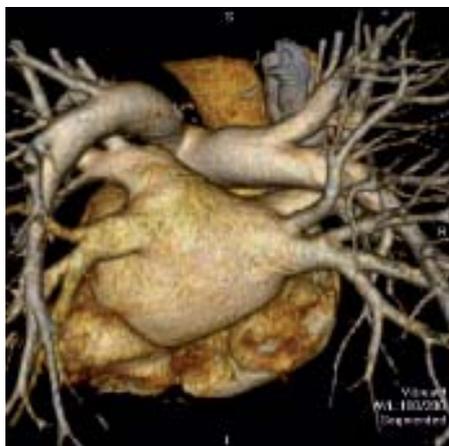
Reconstrucción tridimensional de las arterias pulmonares, venas pulmonares y aurícula izquierda con tomografía cardíaca con técnica de 64 cortes en un paciente con tratamiento ablativo para fibrilación ventricular no exitoso, en el que se visualiza una vena pulmonar accesoria (flecha) que llega a la aurícula izquierda (AI) entre las venas pulmonares derechas (VP). (PI: arteria pulmonar izquierda; PD: arteria pulmonar derecha). Department of Diagnostic Imaging. Yale New Haven Hospital.
